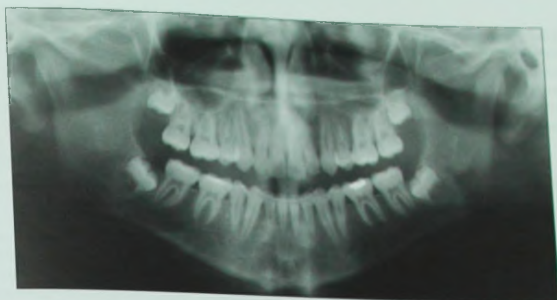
Ортопантомограмма пациента после окончания ортодонтического лечения с удалением четырех премоляров (верхних первых и нижних вторых). Отмечается неправильный наклон корней нижних первых премоляров и верхних боковых зубов.
